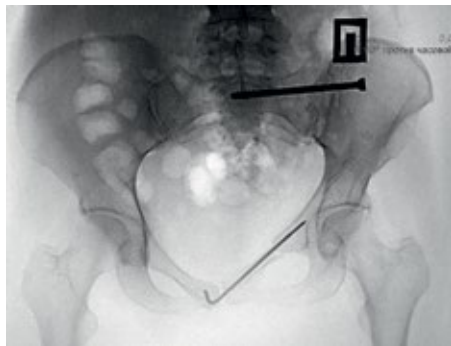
Та же пациентка. Обзорная рентгенограмма после остеосинтеза.
